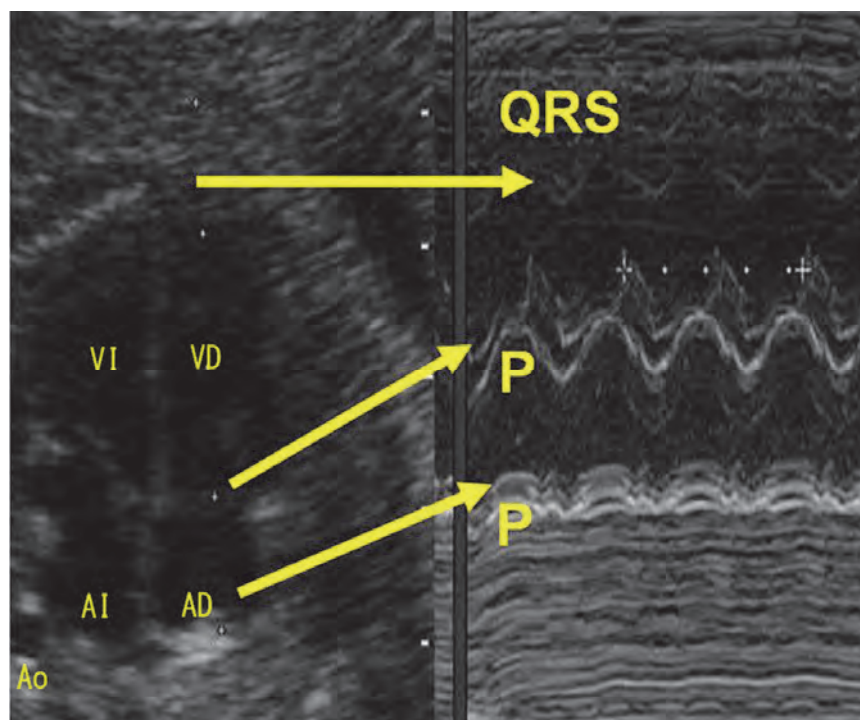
Modo M: Ecocardiograma fetal, proyección cuatro cámaras, con registro simultáneo en modo-M. La línea de puntos atraviesa al mismo tiempo el VD, la válvula tricúspide y la AD. La contracción de la punta del VD se corresponde con el complejo QRS. El movimiento de la válvula tricúspide y la contracción de la pared de la AD guardan relación con la onda P. En el trazado después de cada contracción auricular (P) se registra una contracción ventricular (QRS).
